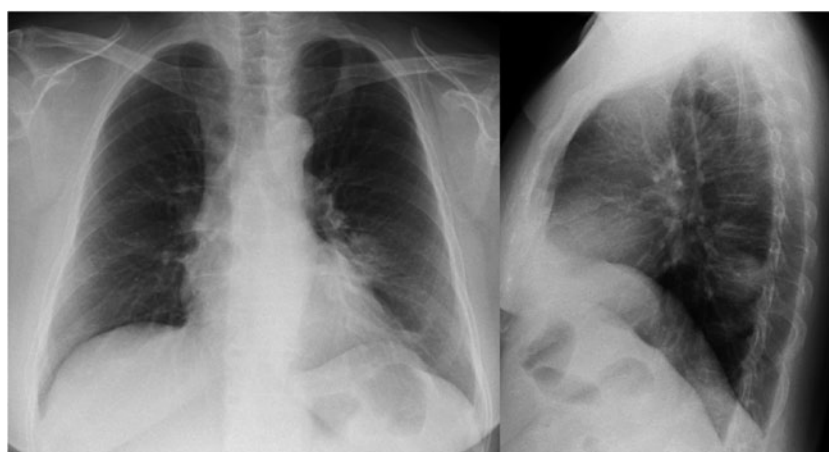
胸部単純X線写真 (20XX年9月). 左下肺野に径4cmの辺縁不整な腫瘤を認める.
